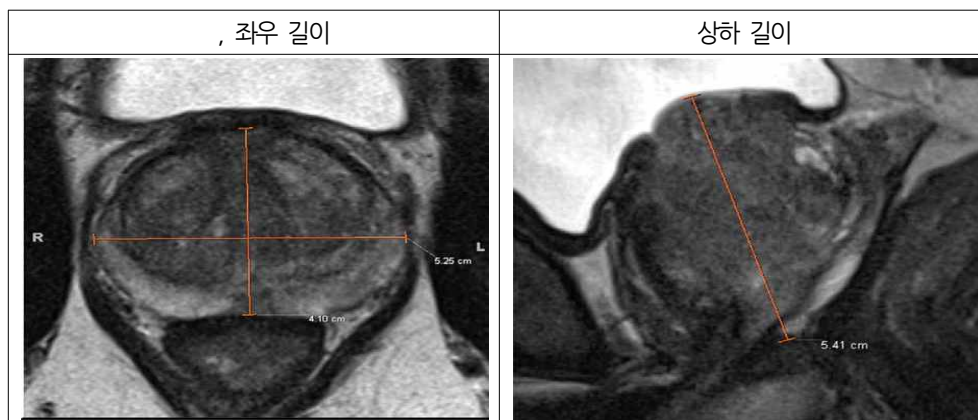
전립선 MRI의 표준판독소견서에서 길이 측정방법 설명
